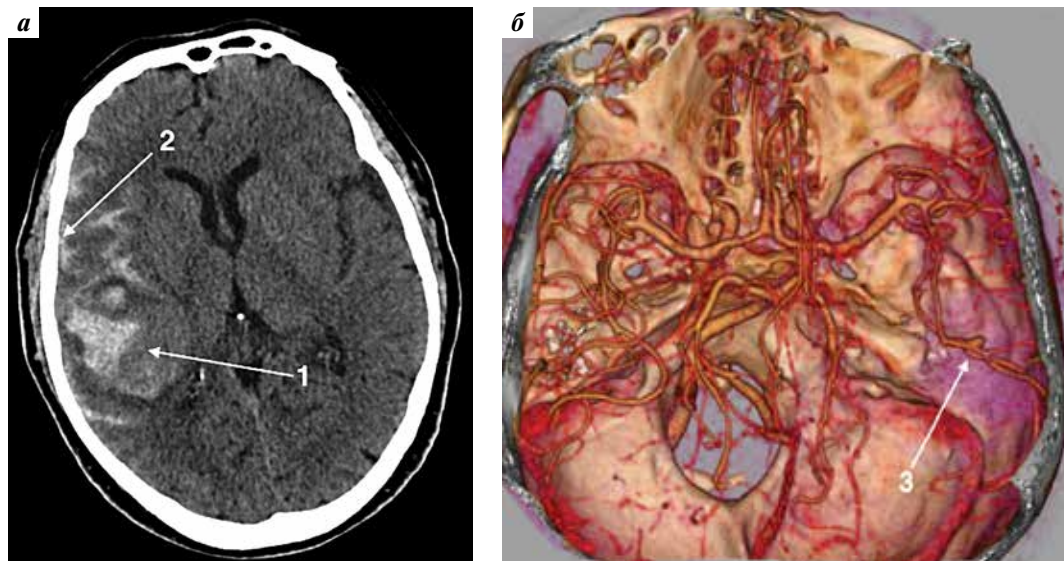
Компьютерная томография головного мозга (а) и интракраниальных артерий (б) пациента С., 3D (SSD-режим). 1 – внутримозговая гематома правых височной и теменной долей, 2 – конвексимальное субарахноидальное кровоизлияние, 3 – аневризма М3-сегмента правой средней мозговой артерии
